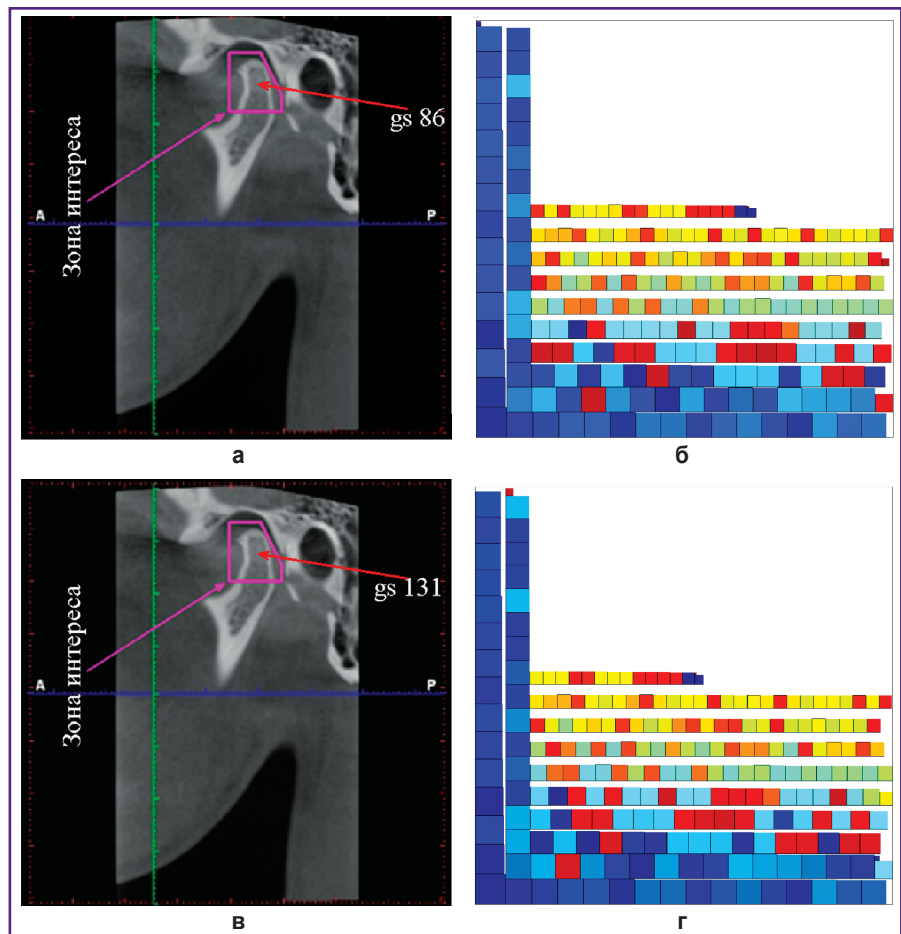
Изменение яркости пикселя в зонах интереса на томограмме:
